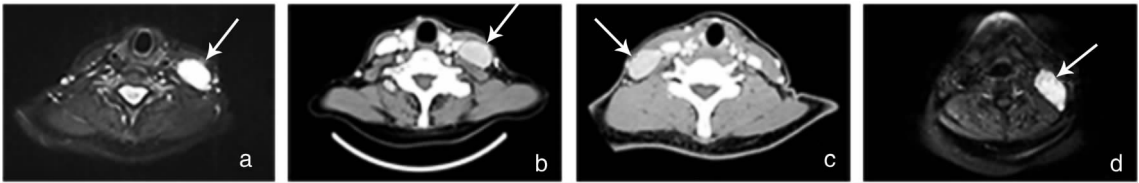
患者颈部肿物影像学 a:病例 1 MRI T2 增强;b:病例 1CT 增强;c:病例 2CT 增强;d:病例 3 MRI T1 增强(箭头所示)
